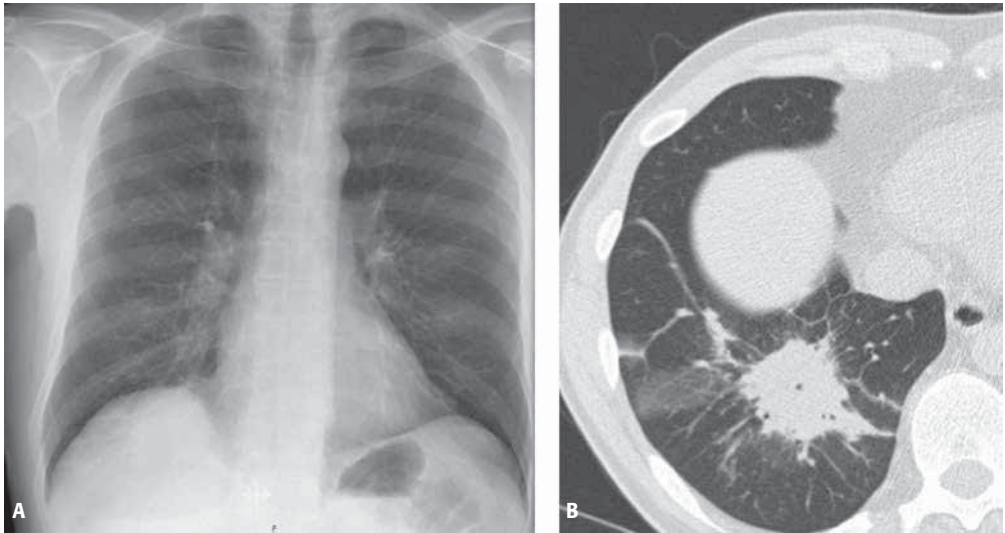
Radiografía PA y TC. Condensación en LID, que en la proyección PA se sitúa por debajo del diafragma.
